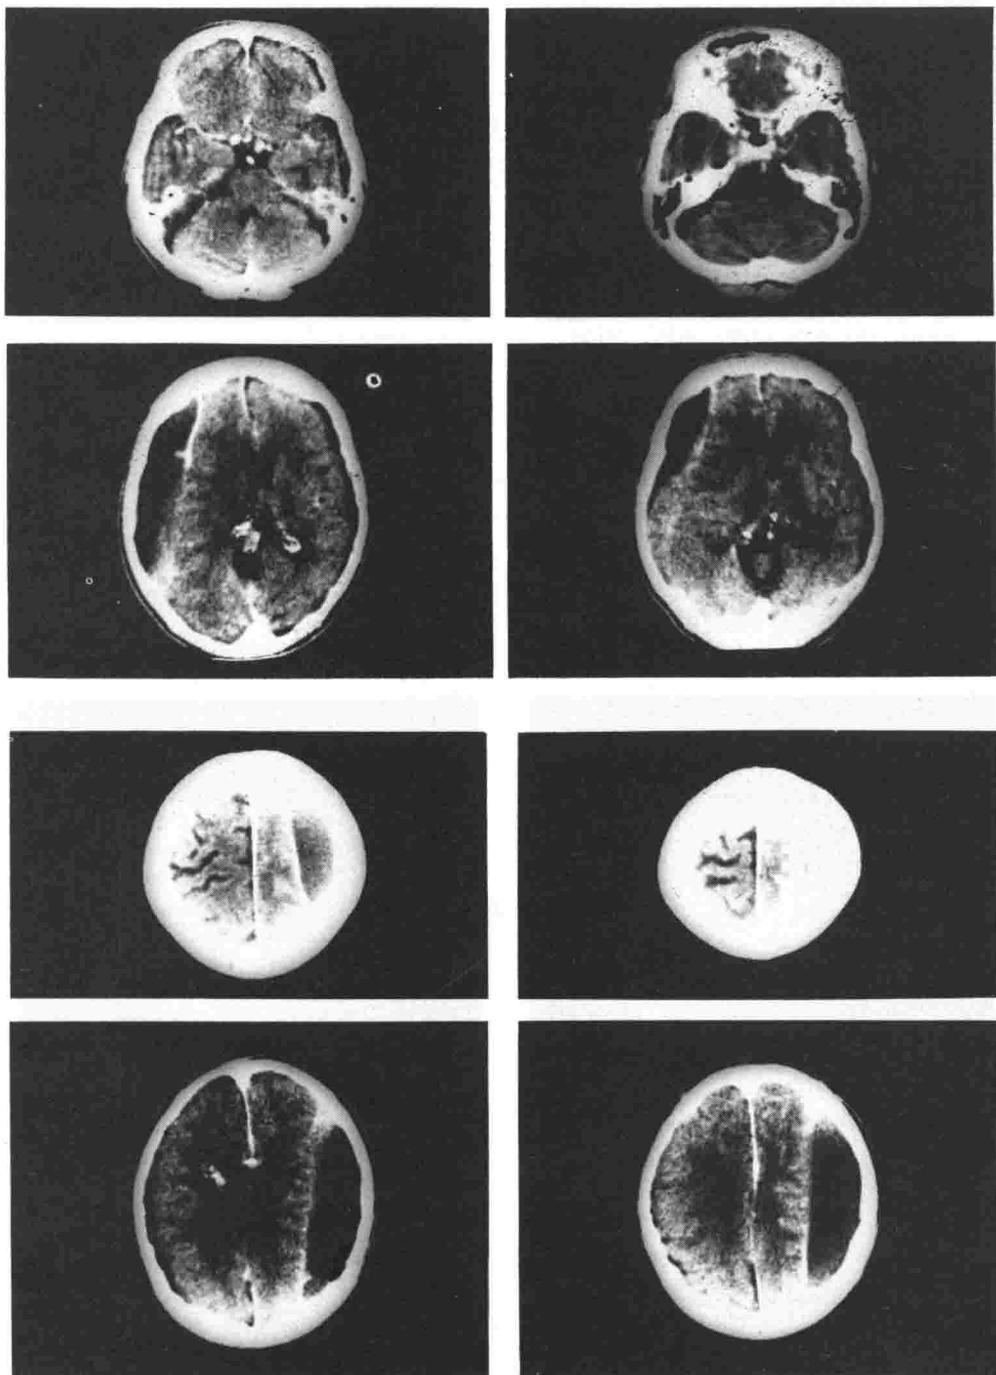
Tomografía computada de H.S.C. Hipodenso.
